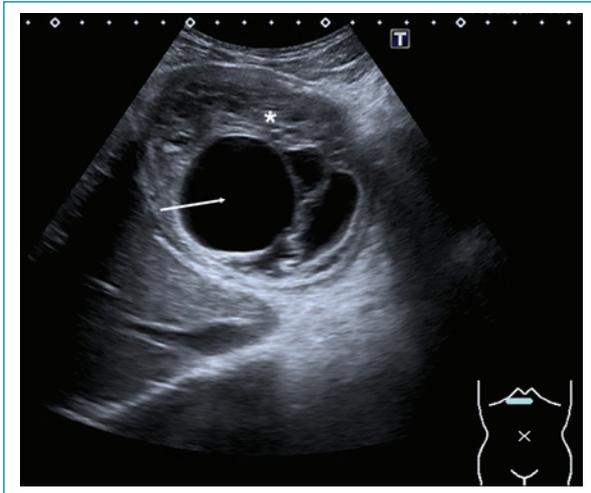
Paciente de 27 años con dolor en el epigastrio de varios días de evolución. Ecografía de abdomen: imagen focal en el lóbulo hepático izquierdo, de aspecto heterogéneo, con áreas ecogénicas de aspecto sólido (asterisco) y quísticas en su interior (flecha blanca). Gharbi tipo IV-CE4.
